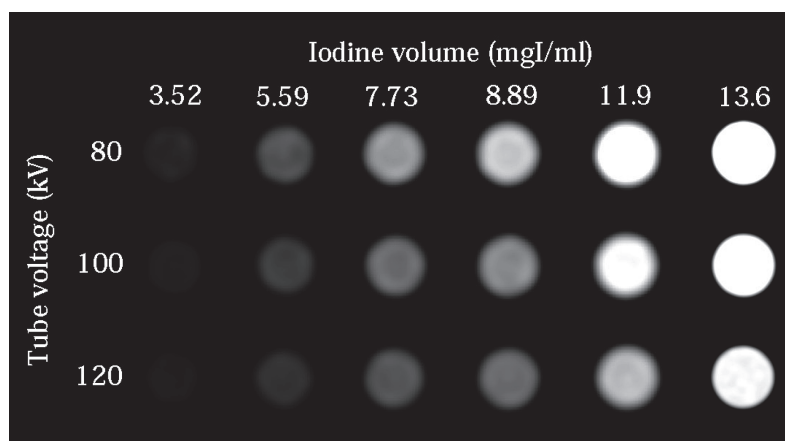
Syringe phantom CT images by the change of iodine volumes and tube voltages.
